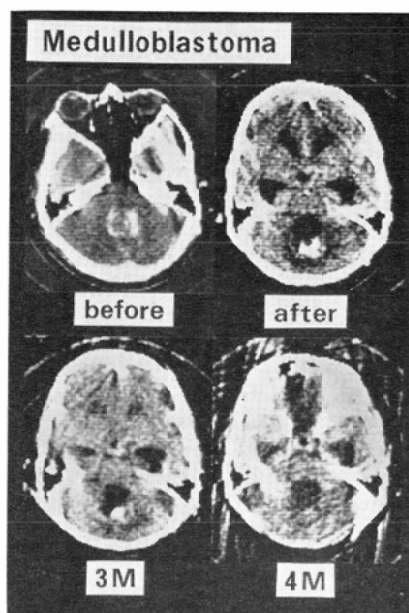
Medulloblastoma in 19-year-old girl. CT scan taken before postoperative radiation therapy shows an enhanced tumor in the posterior fossa. CT scans taken after irradiation (4000 rad) and 3 months later show marked decrease in tumor size. CT scan taken 4 months after radiation therapy shows low density area representing the dilated fourth ventricle. Previously noted enhanced tumor mass in the fourth ventricle is no longer seen.
